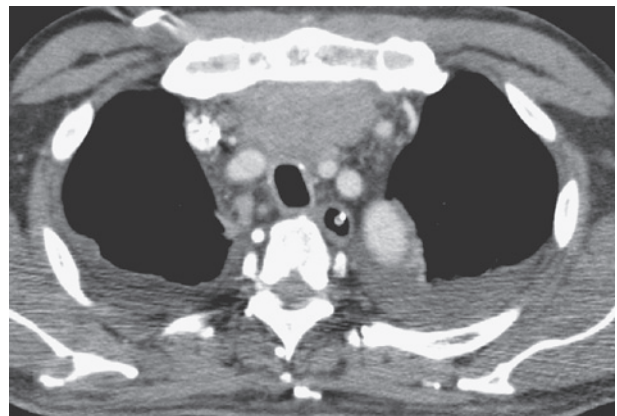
Chest CT image showed an anterior mediastinal tumor with bilateral pleural effusion.
